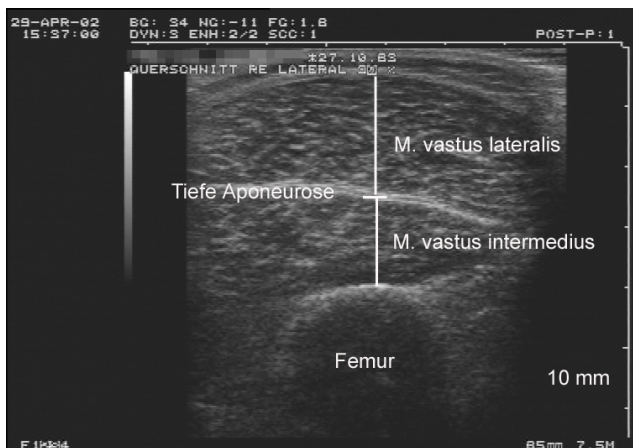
Sonografischer Horizontalschnitt von lateral (über 30 % der Oberschenkellänge) zur Darstellung des M. vastus intermedius und des M. vastus lateralis
